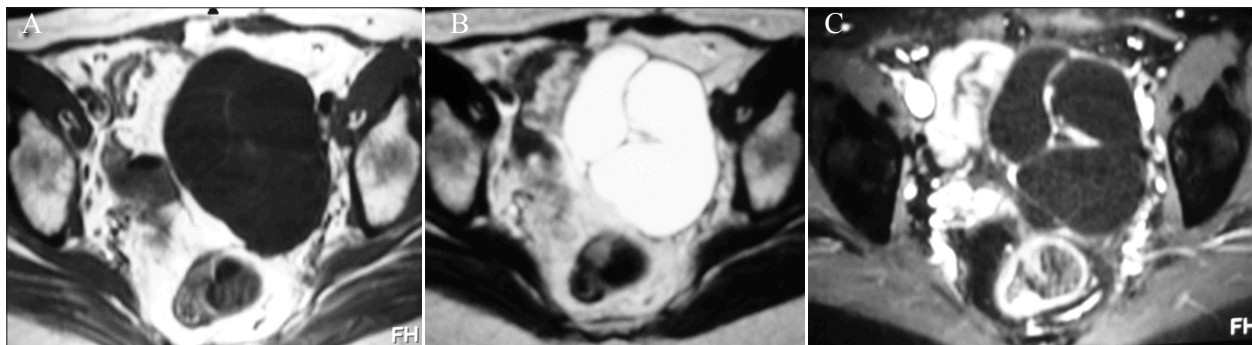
Mulher de 44 anos, histerectomizada por carcinoma do colo do útero. RM pélvica, com seqüências ponderadas em T1 (A), T2 (B) e T1 com saturação da gordura após contraste (C) no plano axial da pélvis, revela lesão quística septada do ovário esquerdo, em relação com cistadenoma seroso.
